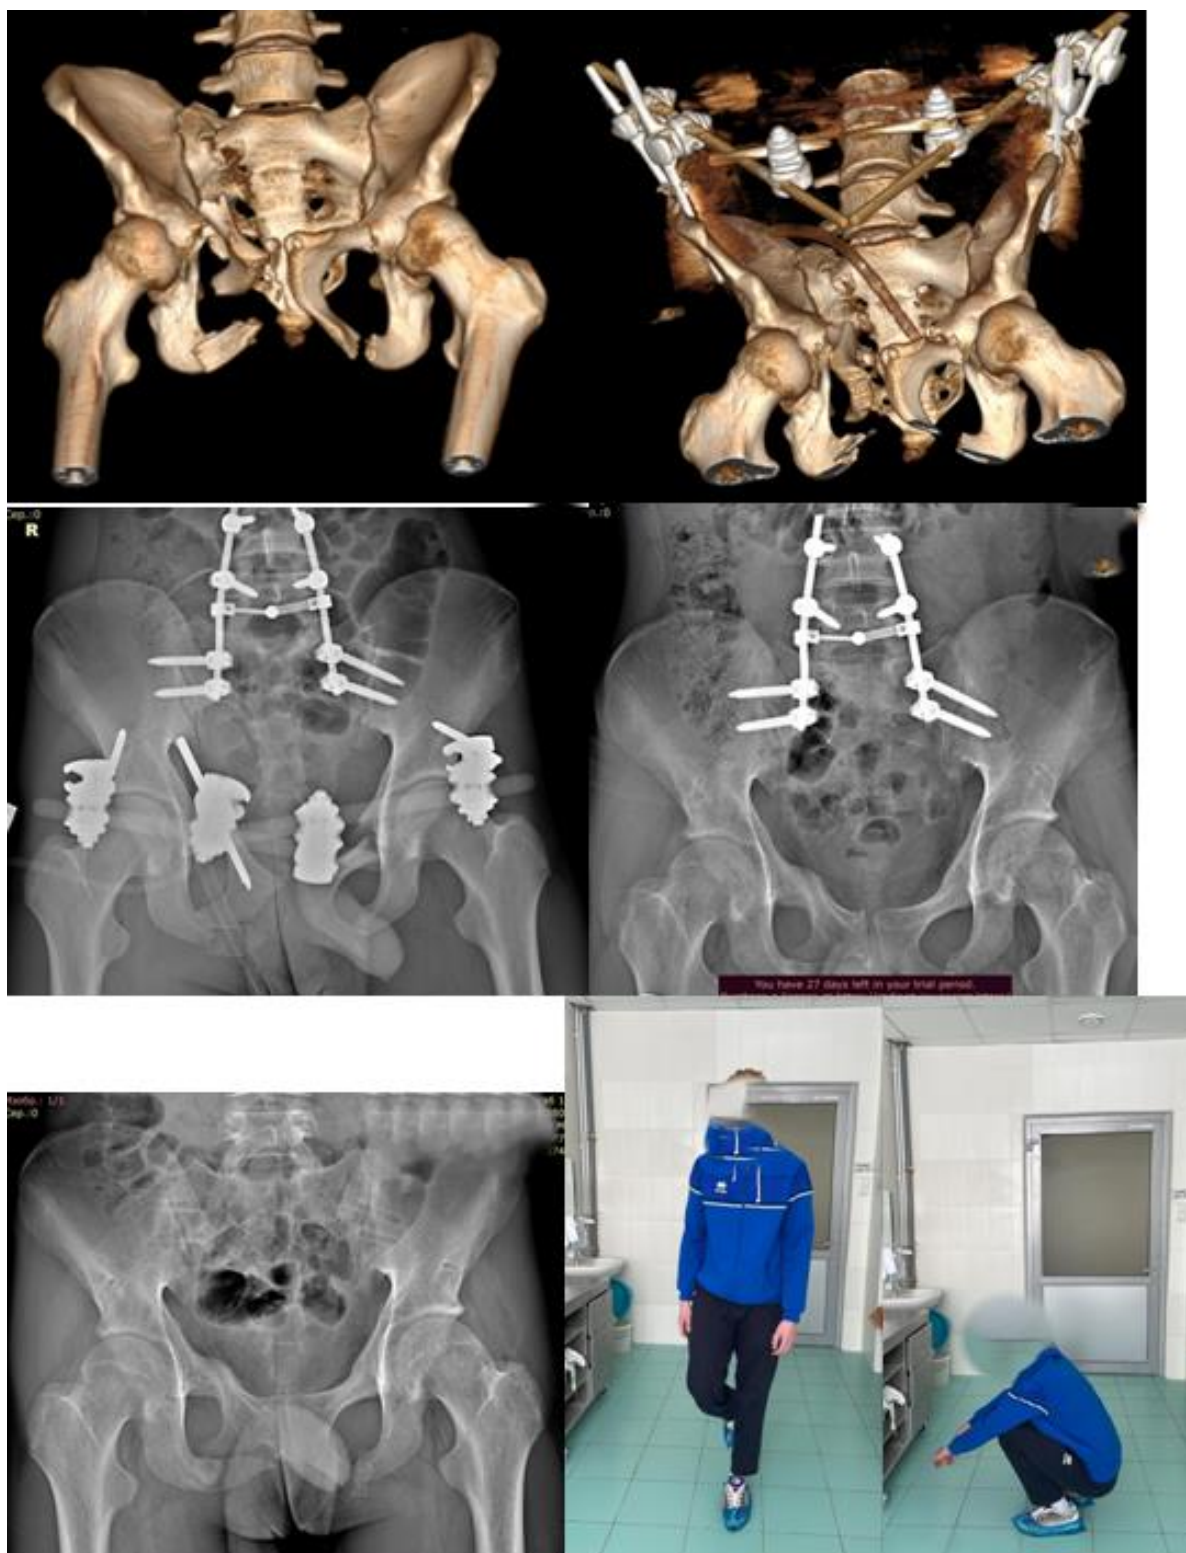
Рентгенограммы и 3D реконструкция повреждений таза на этапах лечения. А – 3D реконструкция таза при поступлении. Б – 3D реконструкция таза после первичной стабилизации. В – рентгенограмма костей таза после окончательной стабилизации. Г – рентгенограмма костей таза после демонтажа АНФ с переднего полукольца таза. Д – рентгенограмма костей таза после удаления фиксаторов. Е, Ж – внешний вид пациента после удаления фиксаторов.
